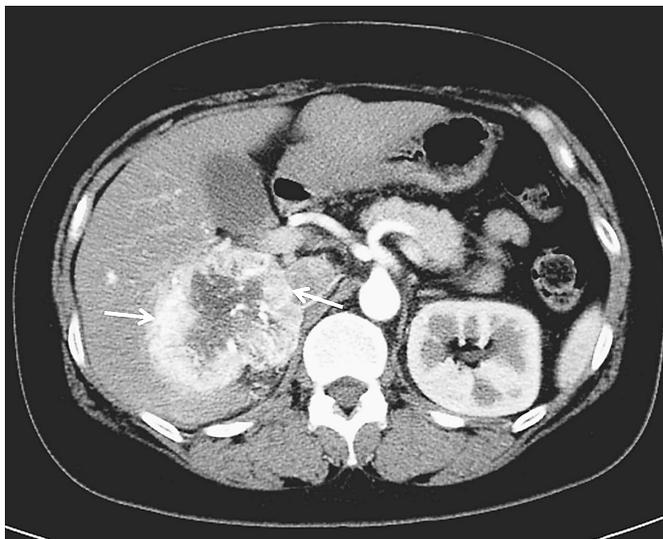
腹部造影CTにて右後腹膜に径8 cmの腫瘍性病変を認め、動脈相で辺縁が濃染している。内部には造影効果がない。肝後区域、下大静脈との境界は不明瞭である(矢印)。
